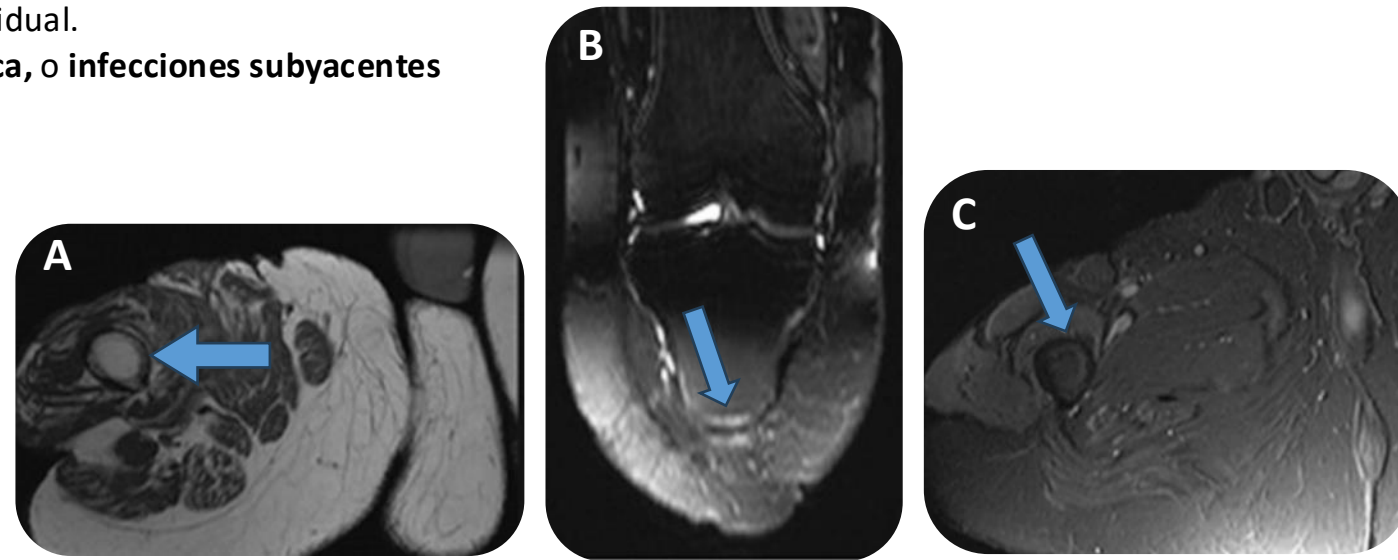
Secuencias RM A) T1 axial, B) STIR coronal y C) STIR axial identificándose un sutil cambio de señal lineal en el extremo distal del muñón tibial (flechas)
